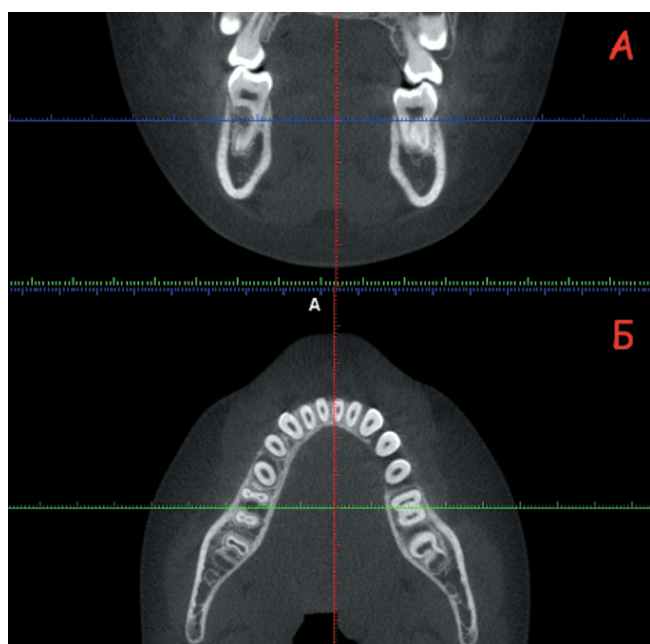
КЛК-томограмма: А- корональный и Б- аксиальный срез на нижней челюсти.
